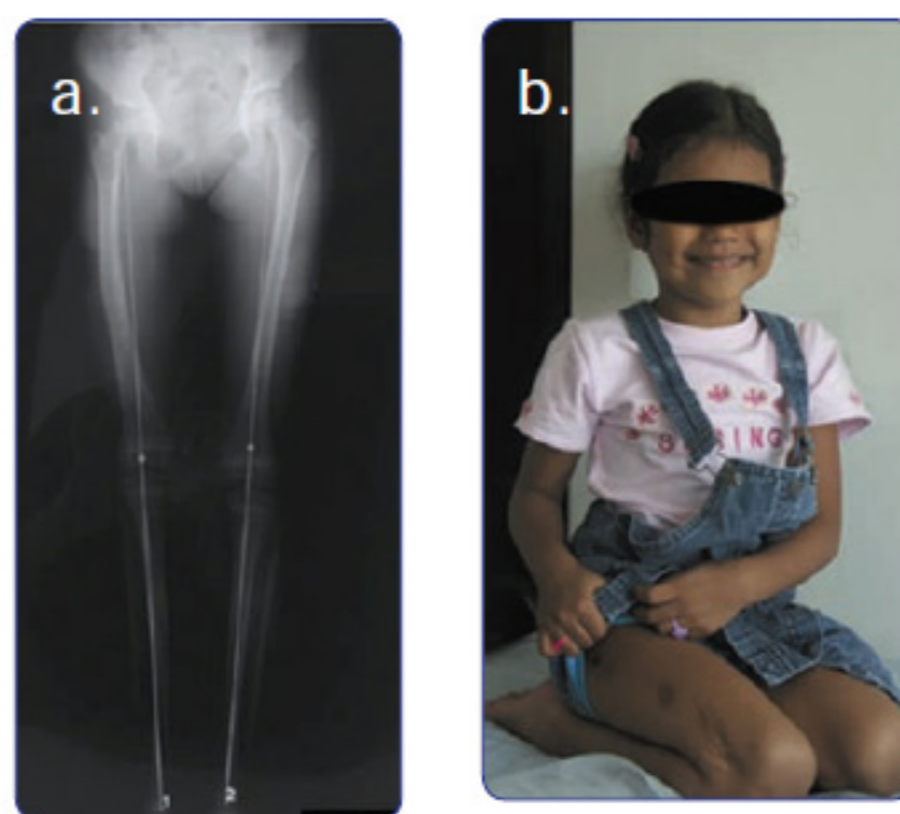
Paciente DD. a) Radiografía AP posquirúrgica con sobreelongación de 0,5 cm. b) Aspecto funcional.
